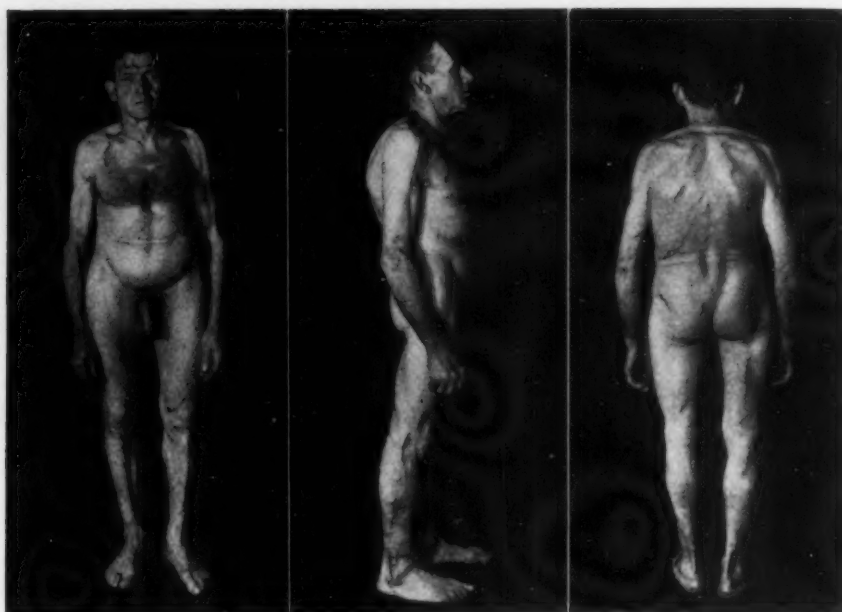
60jähriger Mann klagt über Steifigkeit im Kreuz zu Beginn der Arbeit. Röntgenologisch Osteoporose. Der Wirbel der Brust- und Lendenwirbelsäule sind deutlich abgeflacht. (Patient 10 cm kleiner geworden.) Beschwerden wie bei Spondylosis deformans, vorwiegend am Morgen.
